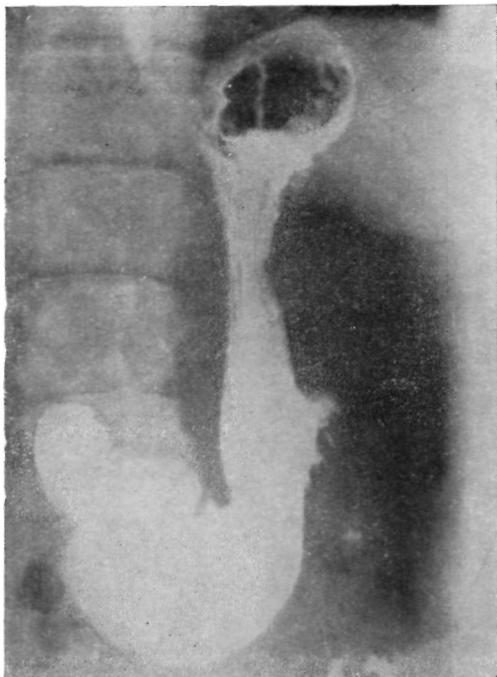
Рентгенограмма желудка больного раком головки поджелудочной железы. Стенозирование опухолью двенадцатиперстной кишки вызывает расширение желудка и отсутствие эвакуации из него бариевой взвеси.
